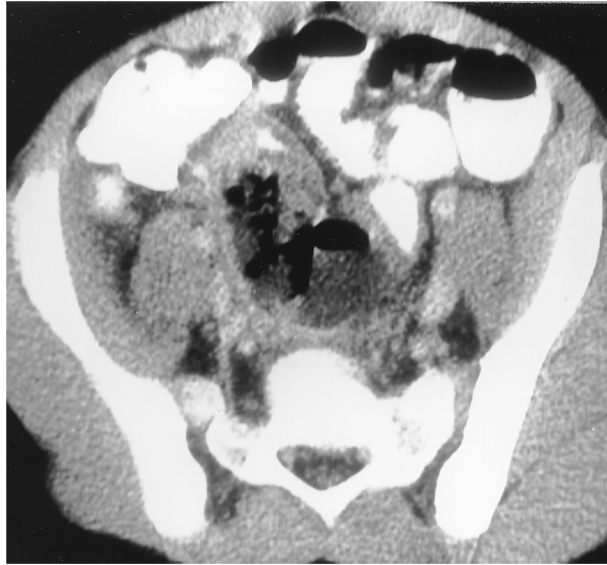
Appendicite perforée à la TDM [21]
